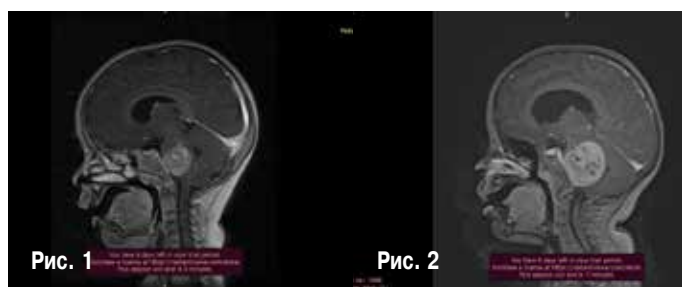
МРТ головного мозга после операции спустя 5 дней и через 7 дней. Продолженный рост опухоли
